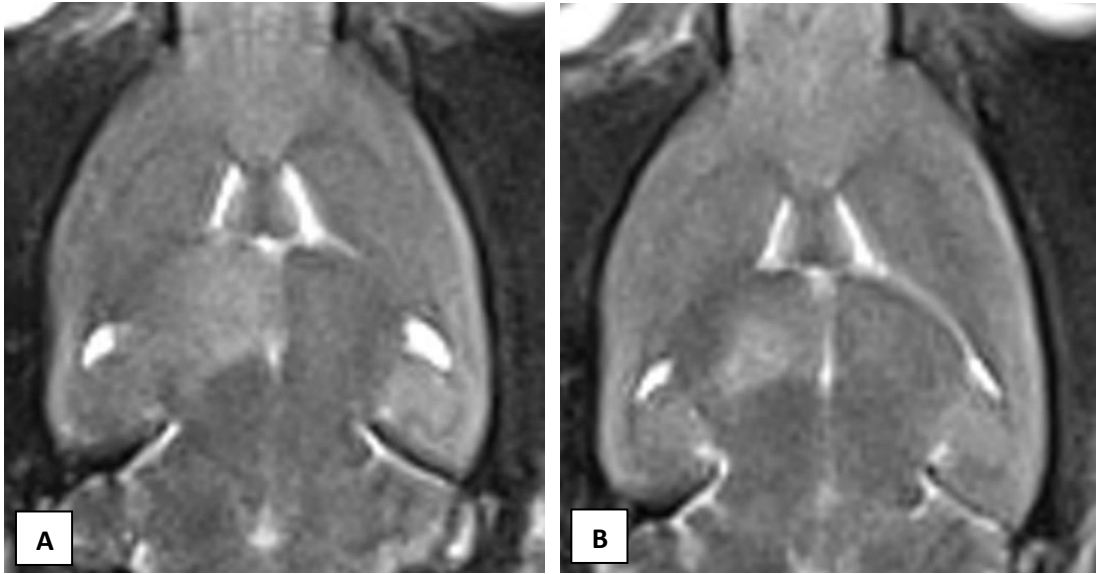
Sham grubu 3: MRG ile Tümör + boş Curcumin intraserebral enjeksiyon öncesi (A) ve sonrası (B)
